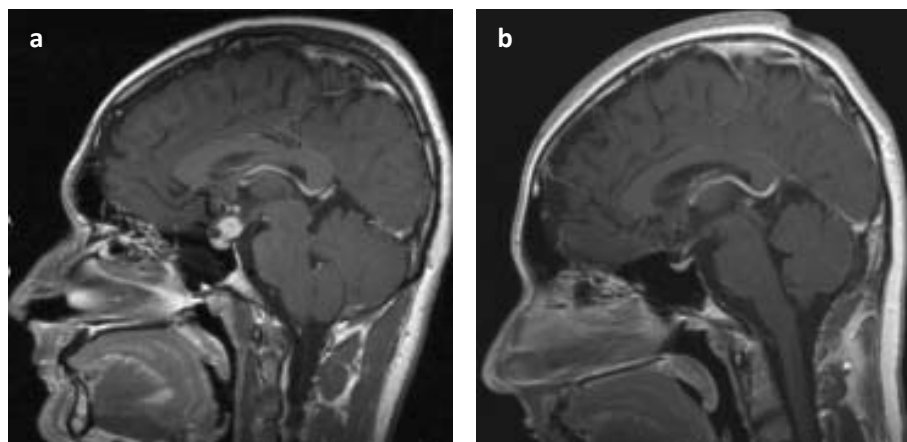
RMN com contraste de gadolínio em doente com neurossarcoidose a) antes do tratamento, b) depois do tratamento, sem massas residuais. (Retirado de Verschakelen, J.A. *et al.*, 2005)
